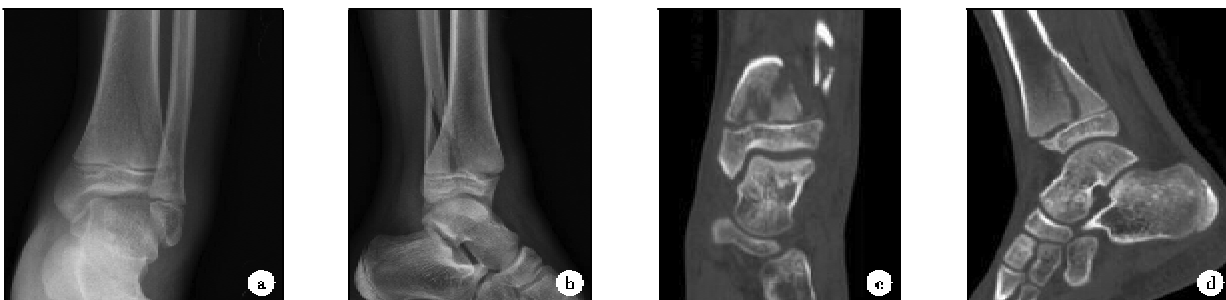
患儿,女,10 岁,a,左肘关节正位 X 线片:左侧肱骨远端斜形骨折线,远端达骨骺水平;b,左肘关节侧位 X 线片:左侧肱骨远端斜形骨折线,对线对位可,骨骺移位不明显。c,多排螺旋 CT 冠状位重建左侧肱骨远端斜形透亮骨折线,延伸至骺板;d,多排螺旋 CT 矢状位观:骨折线穿越骺板,肱骨断端三角形骨片影与骨骺向背侧移位,可见骨骺分离,骨骺内可见透亮线影,Salter-Harris IV 型骨折
